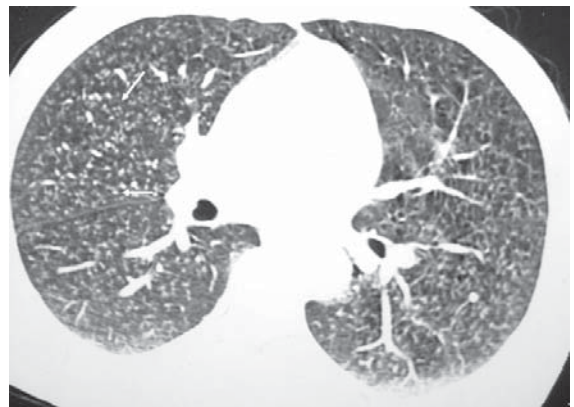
Pneumoconiose pelo grafite. A tomografia computadorizada de alta resolução demonstra múltiplos micronódulos centrolobulares (setas) e proeminência das silhuetas bronquiolares
